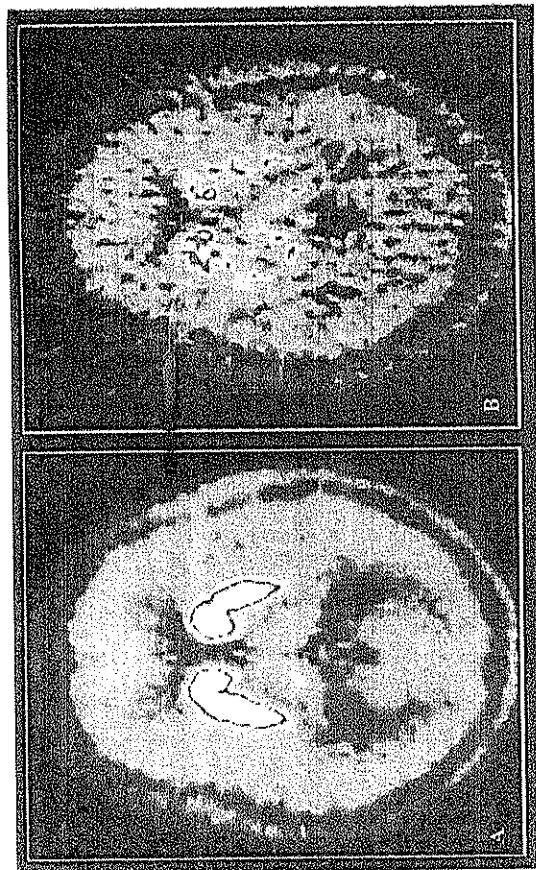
PET con fluorodopa. A. PET con fluorodopa en sujeto sano
